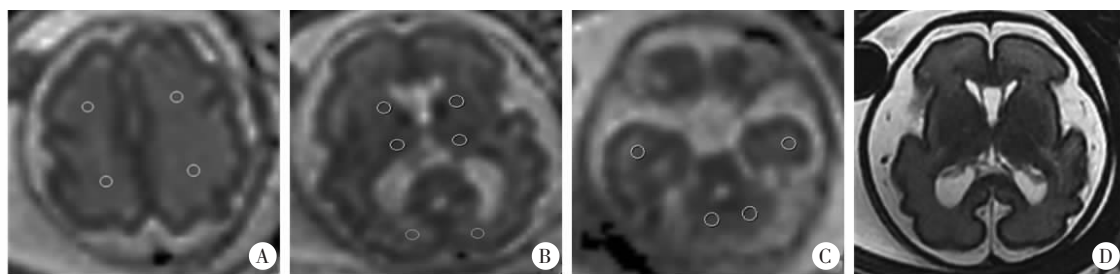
MRI图像(孕28~36周,胎儿轻度单纯性双侧侧脑室增宽)
